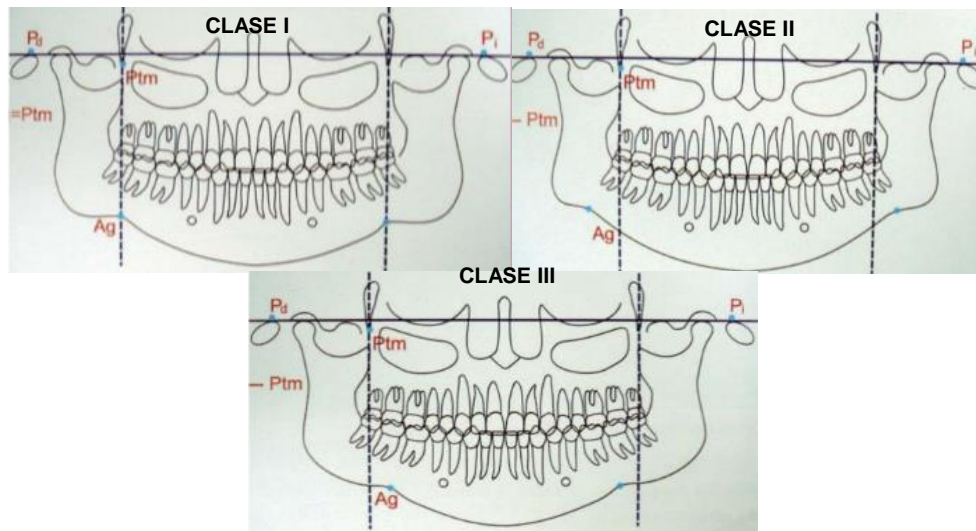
Determinación de la clase esquelética según el análisis de Tatis en radiografías panorámicas
